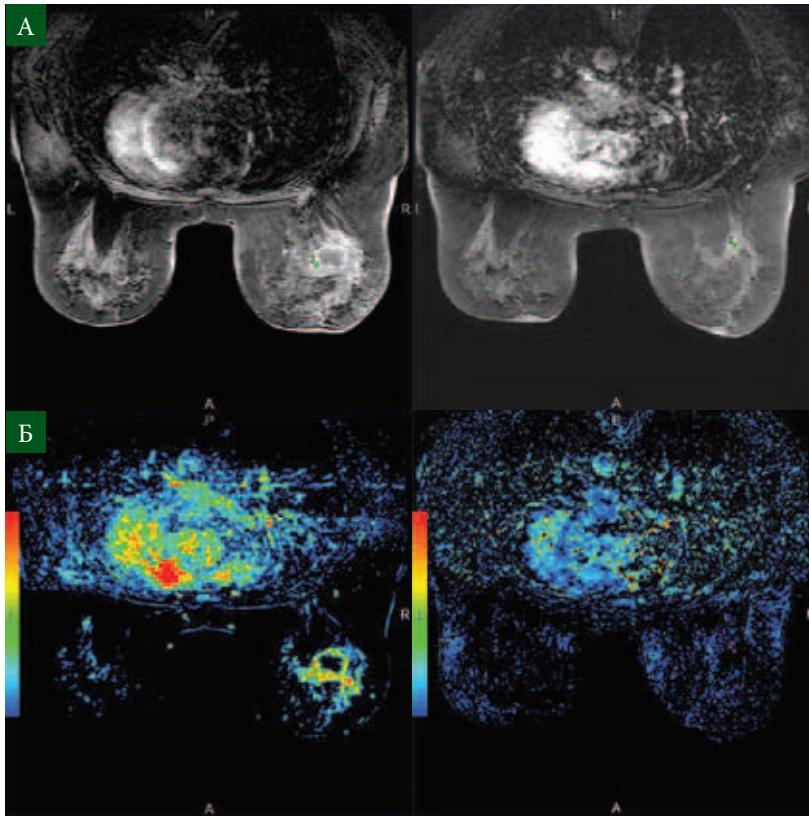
Оценка эффекта неоадьювантной химиотерапии с помощью МРТ (А – данные МРТ до неоадьювантной химиотерапии и после химиотерапии, Б – данные контрастной МРТ до неоадьювантной химиотерапии и после химиотерапии)
